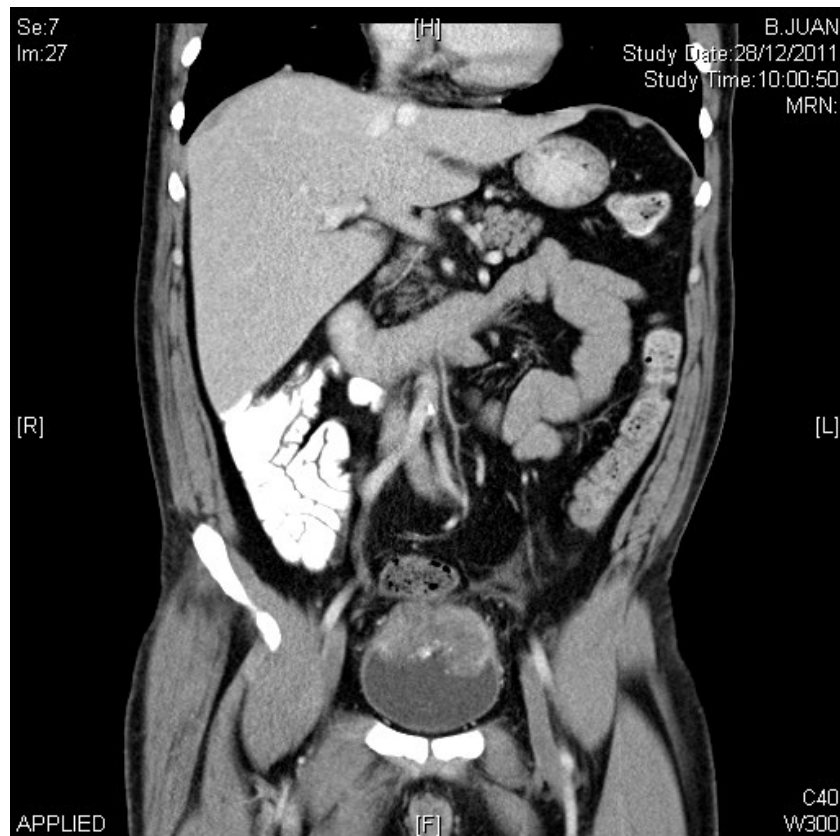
Tomografía computarizada abdómino-pélvica: se observa una gran masa vesical que parece infiltrar la pared vesical anterior.
